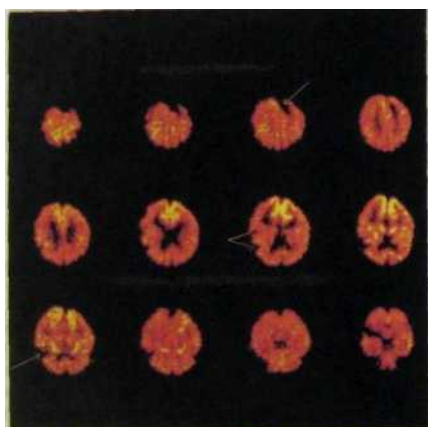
Эмиссионная томография головного мозга.
